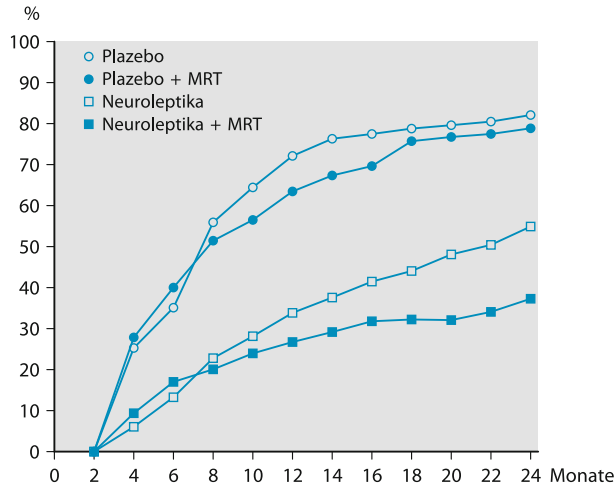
Schizophrenien, Langzeitbehandlung: Kumulative Rückfallraten in 4 Behandlungsgruppen (n=374, nach Hogarty et al. 1974). MRT=Psycho-Soziotherapie
